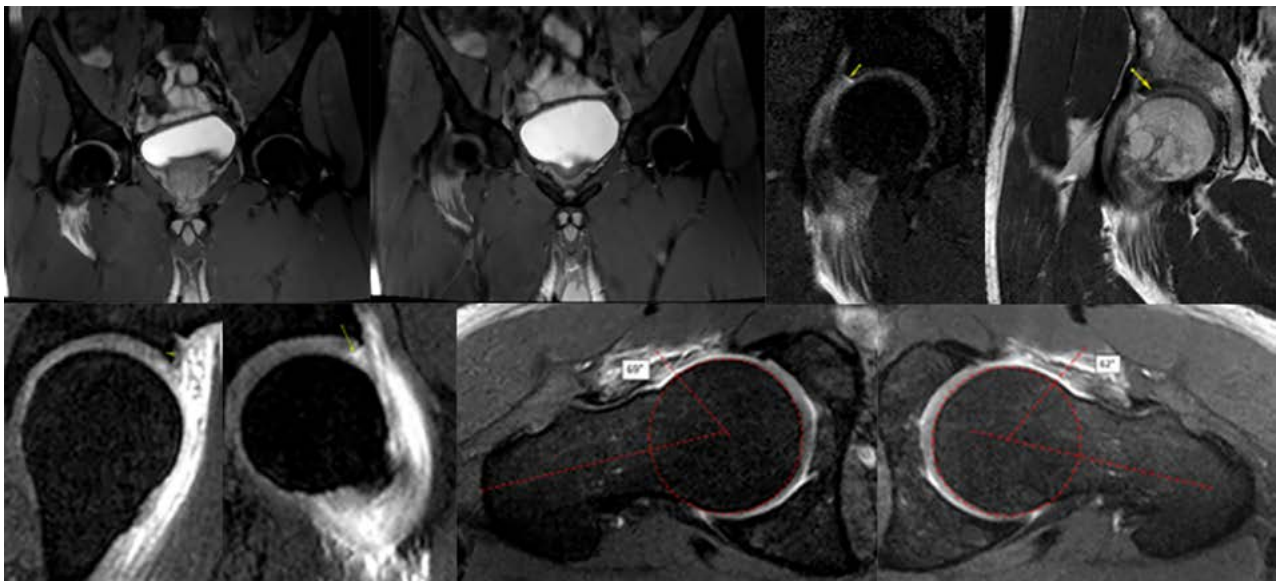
Artroresonancia magnética de caderas. Se evidencia labrum hipoplásico bilateral además de paso de contraste a través de labrum y lesiones condrolabiales. Se confirma ángulo alfa derecho de 69° e izquierdo de 62°.
